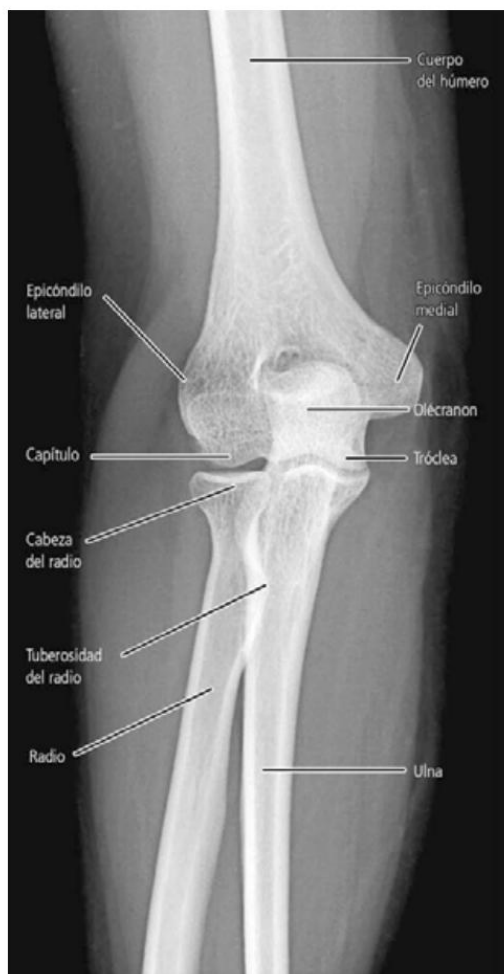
Radiografía anteroposterior del codo derecho. El antebrazo se encuentra en extensión. Se ve la extremidad distal del húmero articulada con el radio y la ulna.
